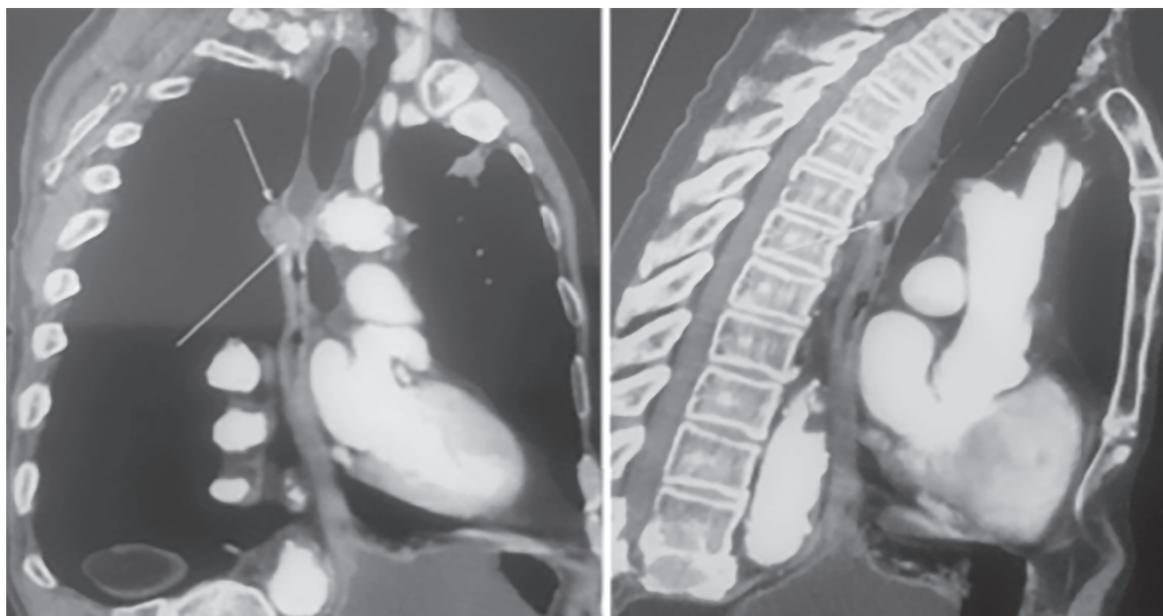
Пациент Б., КТ ОГП, образование пищевода на уровне дуги аорты.
